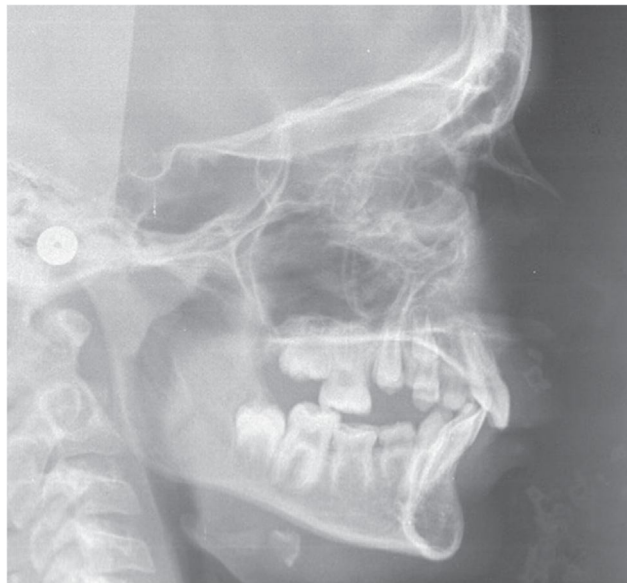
Téléradiographie de profil montrant l'hypodivergence mandibulaire chez un patient présentant une agénésie multiple (13, 12, 22, 23, 34, 35, 44, 45). ⁽⁵¹⁾
